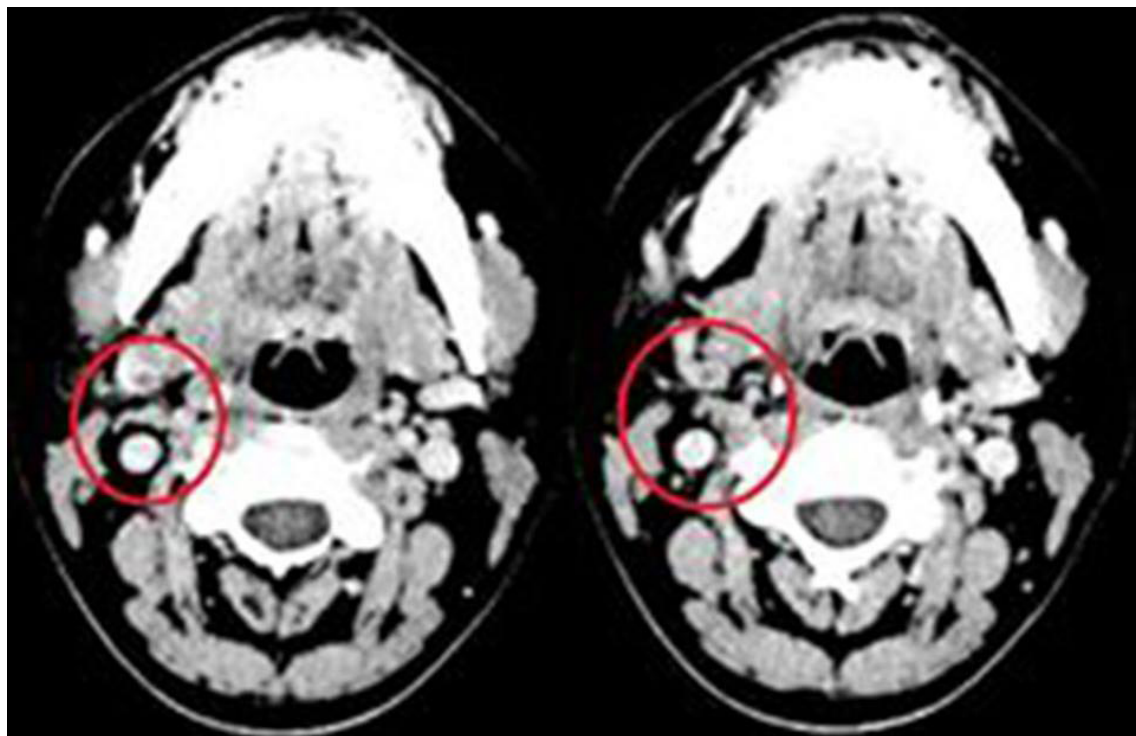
Cortes sequenciais de tomografia computadorizada evidenciando, no círculo vermelho, áreas de tromboflebite dos ramos da veia jugular interna à direita.
